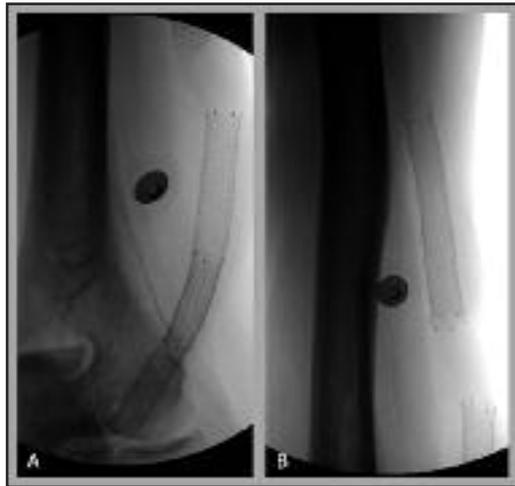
A y B: Radiografías del brazo izquierdo del paciente de la Figura 1 y 2 que muestra integridad de los stents en los sitios de punción (marca radiopaca) a los 122 días de su implantación, tras 3 sesiones de hemodiálisis semanales desde la colocación de los stents.
